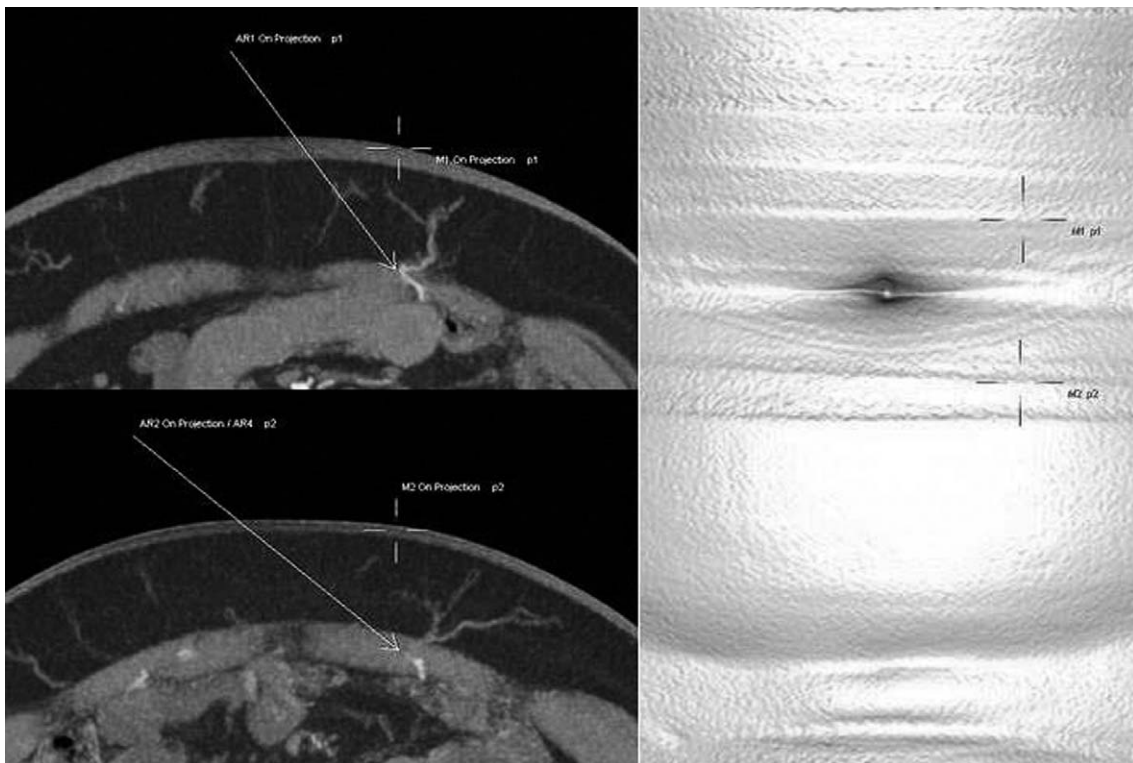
3D volume-rendering of CT angiography.
